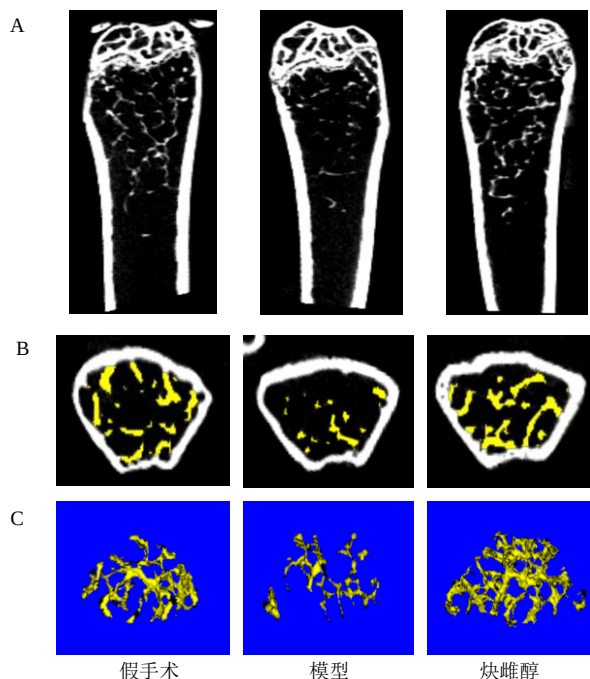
小鼠股骨 Micro CT 成像分析最大剖面图 (A)、骨小梁横切 (B)、骨小梁 3D (C)
